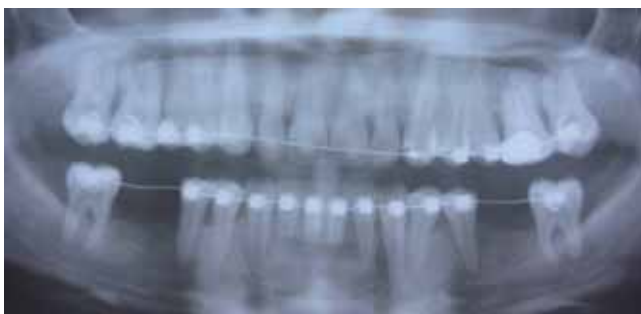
Рентгенологическая картина тканей периодонта пациентки И. через 12 месяцев лечения
